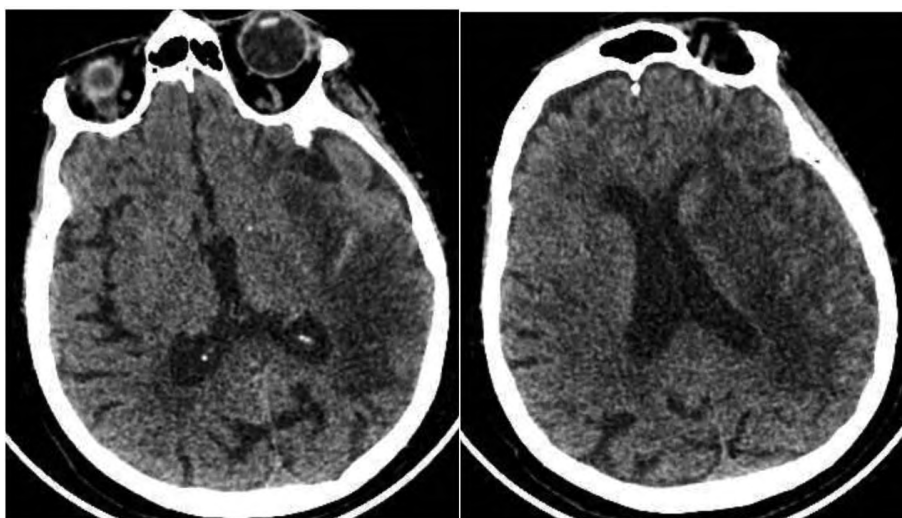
Пациентка Р., МСКТ головного мозга на момент выписки. Источник: составлено авторами
